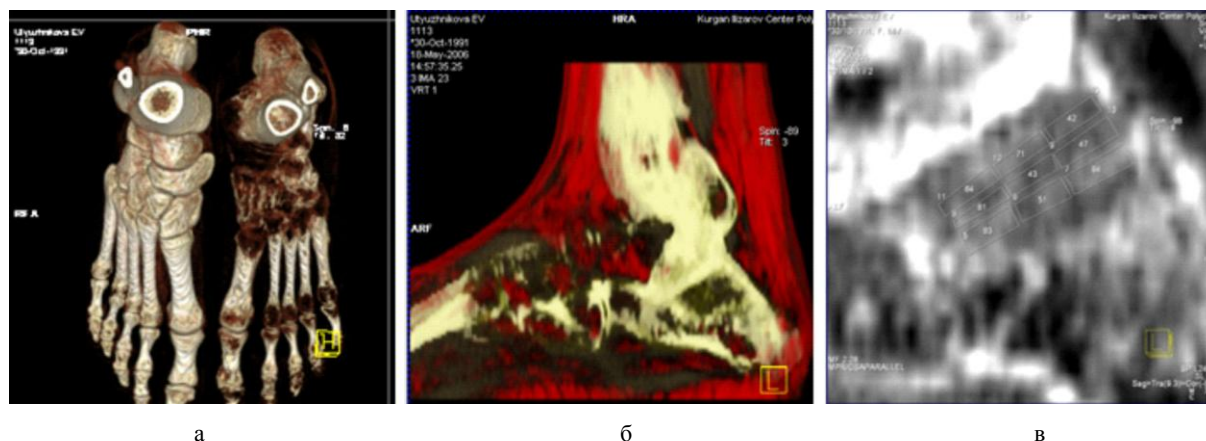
а – КТ стоп после устранения деформации (клиновидный регенерат в среднем отделе стопы слева); б – КТ, МРР, зона дистракционного регенерата; в – мультипланарная реконструкция костей заднего отдела стопы, измерение плотности зон трапециевидного регенерата пяточной кости по МРР изображению
